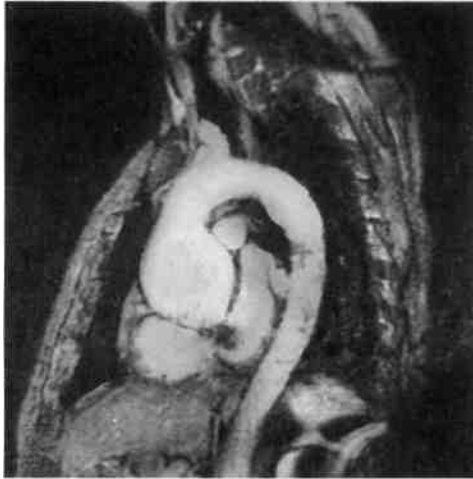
МРТ: сагиттальный срез.
